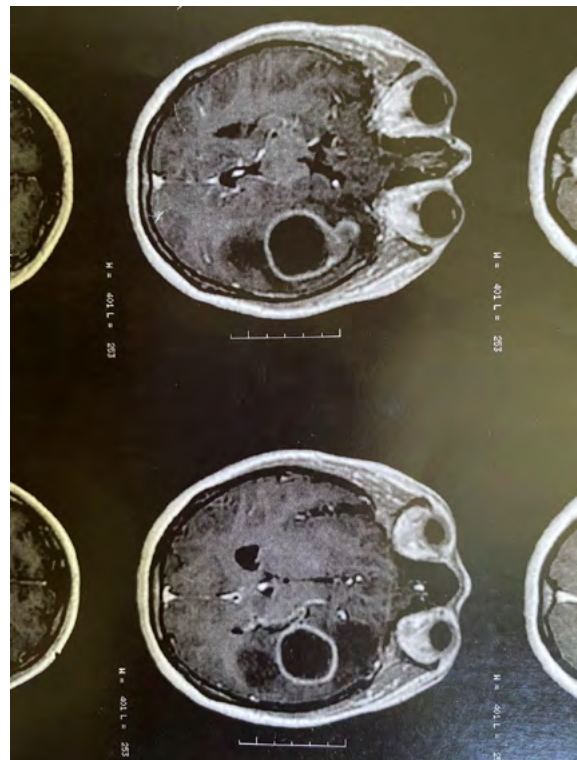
Ressonância magnética do crânio contrastada, axial, em T2, realizada no dia 29/01/2020.
